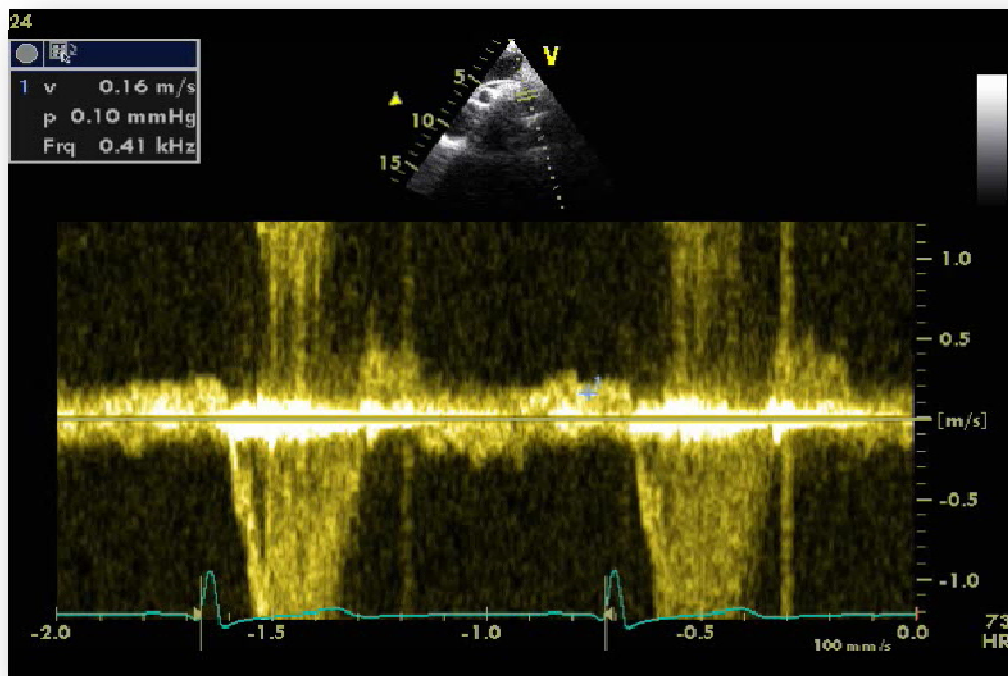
Vitesse télédiastolique du flux de l'isthme aortique mesurée à 16cm/s en doppler pulsé spectral, par voie suprasternale.
